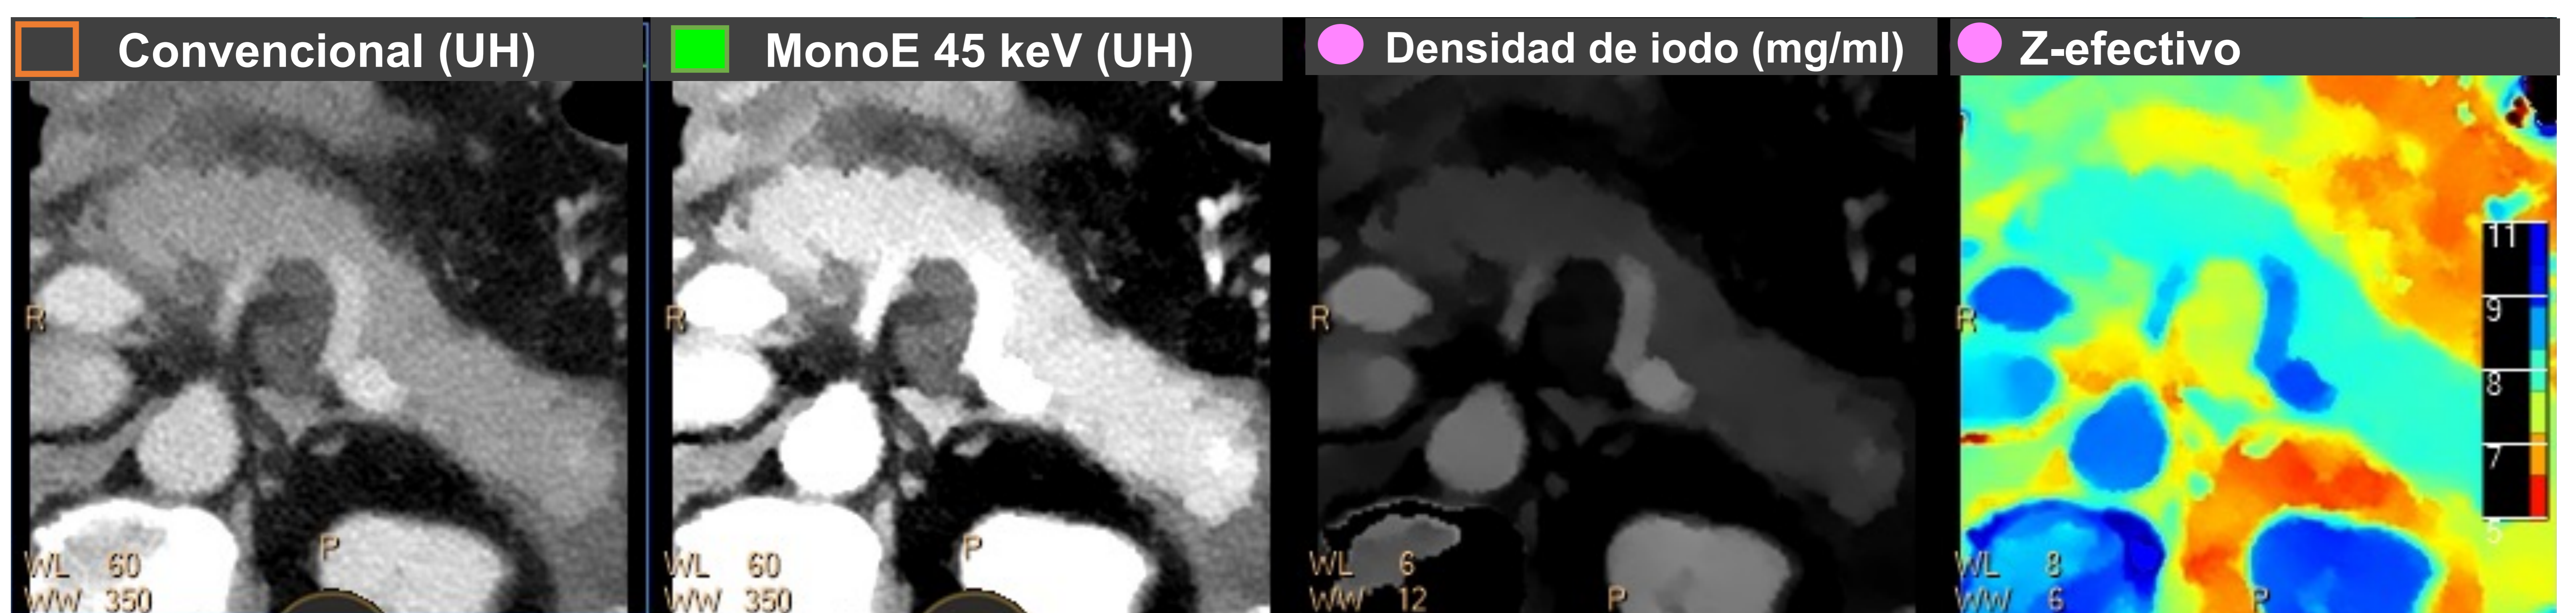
Pancreatitis aguda edematosa. Imágenes ampliadas de glándula pancreática de una TC abdominal con contraste. Se observa un aumento de volumen pancreático con trabeculación de la grasa adyacente. En los mapas monoE de baja energía y densidad de yodo se vuelve más evidente el realce adecuado y homogéneo de la glándula, sin áreas de necrosis.
